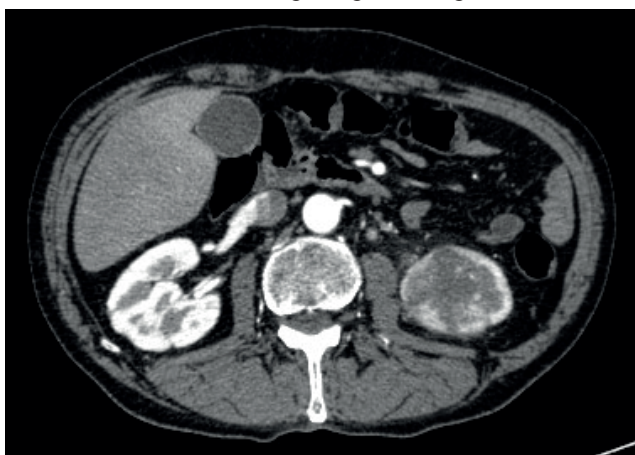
МСКТ-изображения метастатической опухоли нижнего полюса левой почки на разных уровнях сканирования в артериальную (а) и венозную (б) фазы. / Fig. 4. MSCT images of the metastatic tumor of the lower pole of the left kidney at different levels of scanning into the arterial (a) and venous (b) phases.
